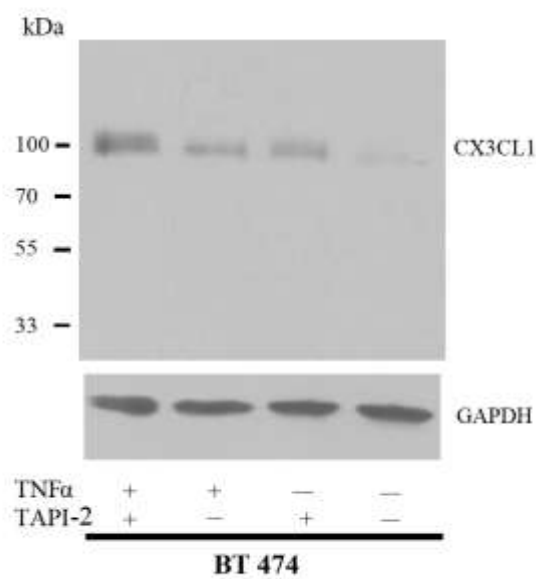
Darstellung des zellulären CX3CL1 der Zelllinie BT-474 in Ruhe und nach Inkubation mit TNF- α und/oder TAPI-2. GAPDH diente als Beladungskontrolle. Durchführung in Triplikaten.
